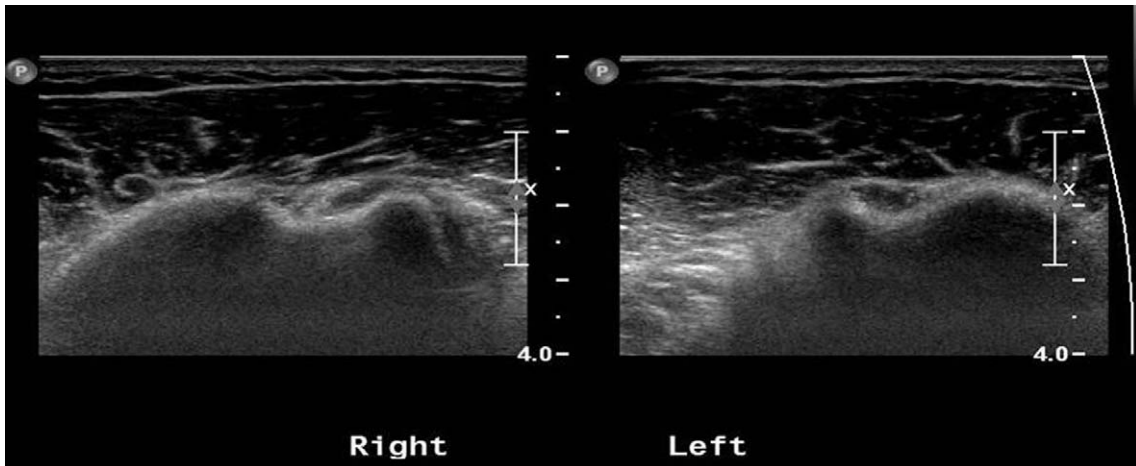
6 month Follow up sonography showed biceps tendon and sutured threads in the bicipital groove.
